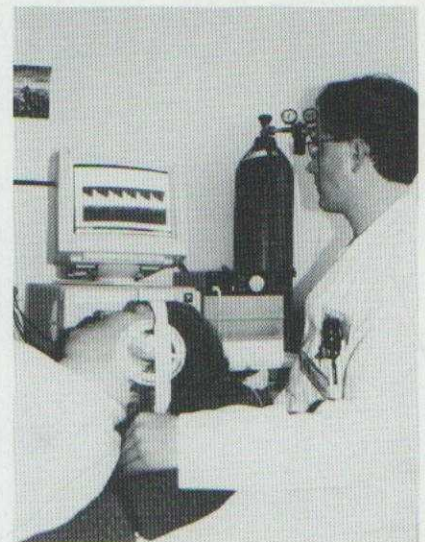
Position des Probanden für die dopplersonographische Untersuchung mit Sondenhalterungssystem für Shime-waza
